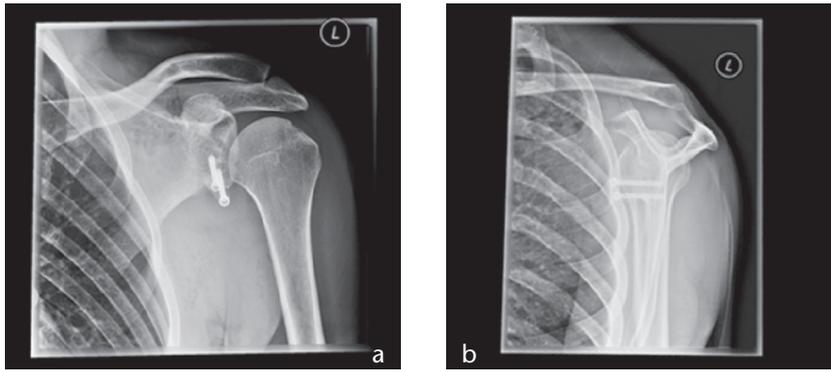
Röntgenuntersuchung einer linken Schulter nach Latarjet-Operation.
